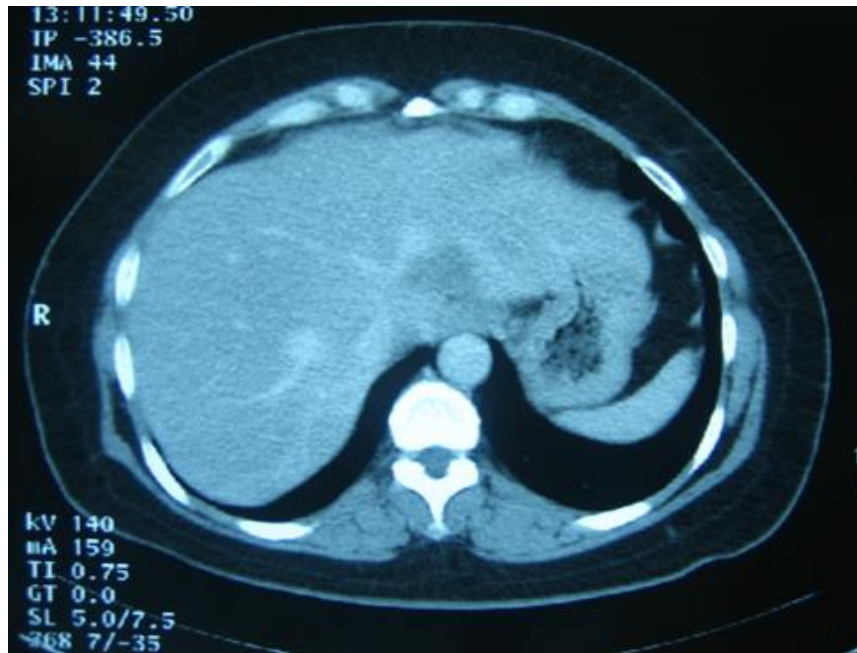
TDM Abdominale montrant une métastase du carrefour cavo-sus-hépatique.
